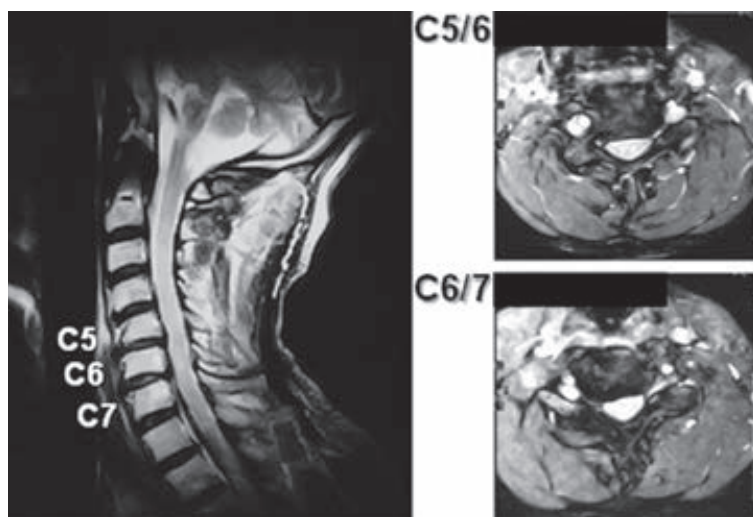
症例1の術前のMRI。矢状断ではC5/6、6/7椎間板変性を、水平断ではC6/7椎間板の右後方への突出を認めた。
